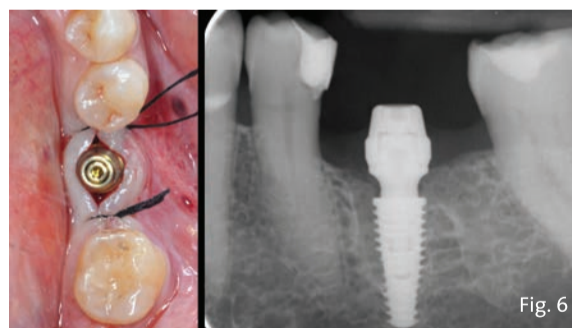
Controllo clinico e radiografico post-operatorio immediato.
